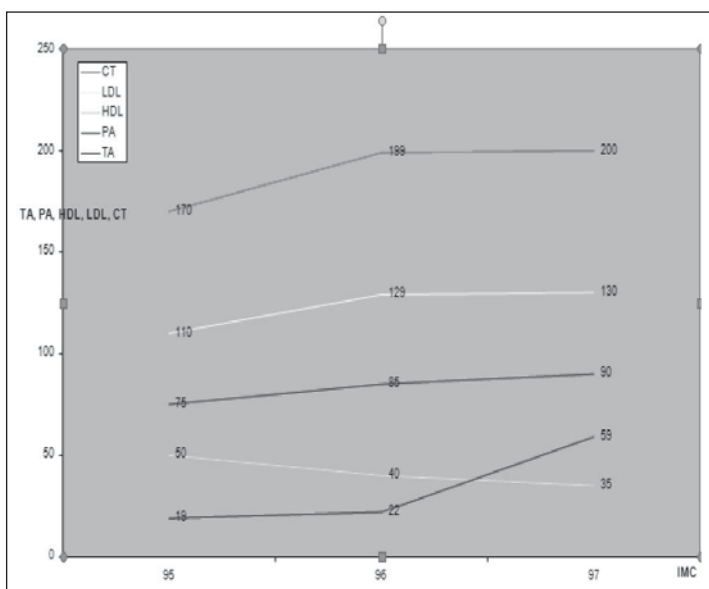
Corelații între TA, PA, CT, HDL, LDL și IMC
